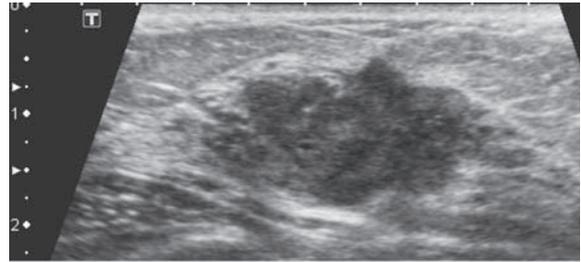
多角型低エコー腫瘍、境界部明瞭粗造、内部エコー不均質、後方エコー不変、前方境界線の断裂なし、カテゴリ4、推定組織型；乳頭腺管癌 > 乳腺症
